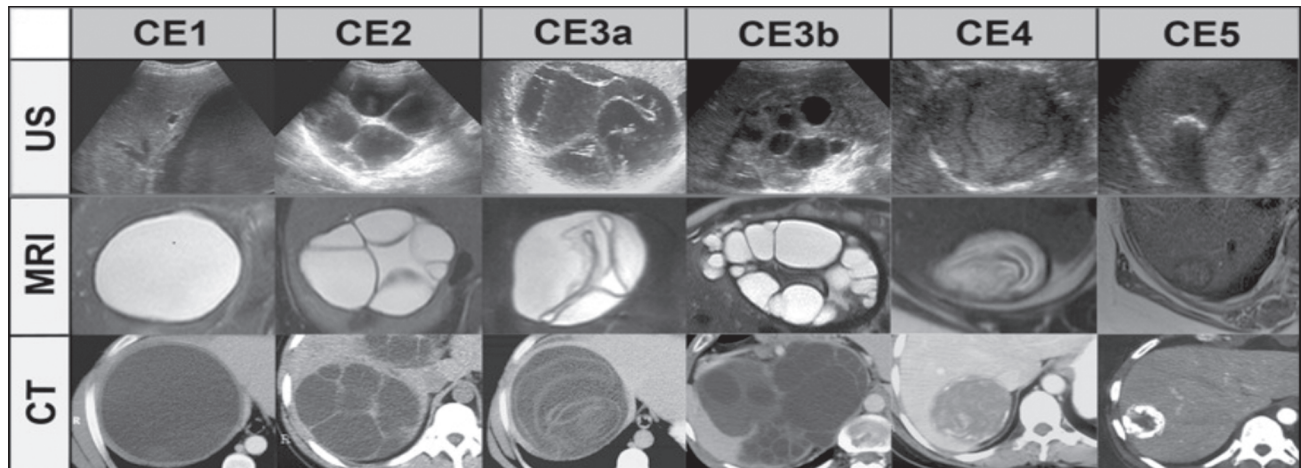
Ультразвукові, МРТ- та КТ-зображення ехінококових кіст (Stojkovic M. et al., 2012 [25])
